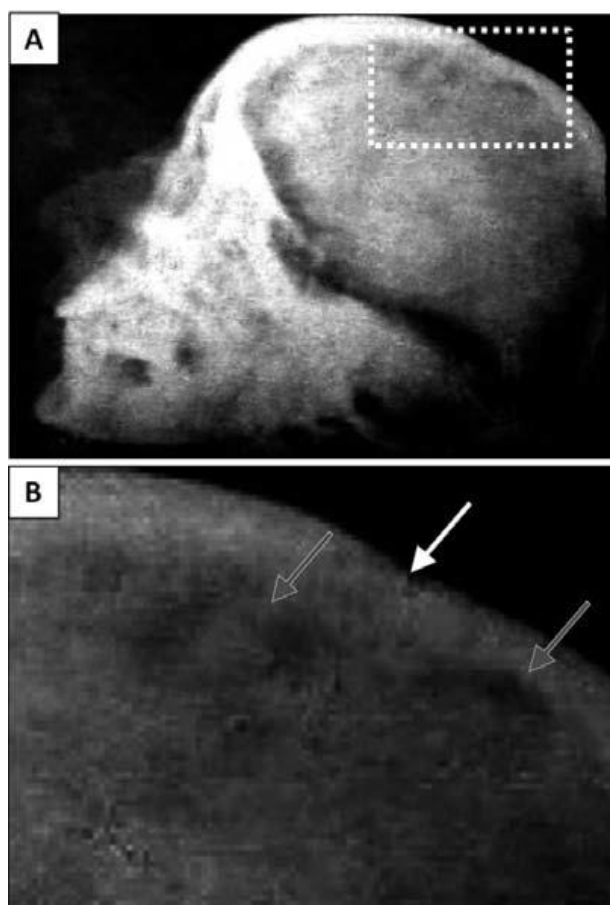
Radiografía del cráneo de perfil del cadáver de Eva Perón: A) radiografía de cráneo de perfil; B) dos imágenes radiolúcidas circulares (flechas grises) próximas a la sutura coronal (flecha blanca).
